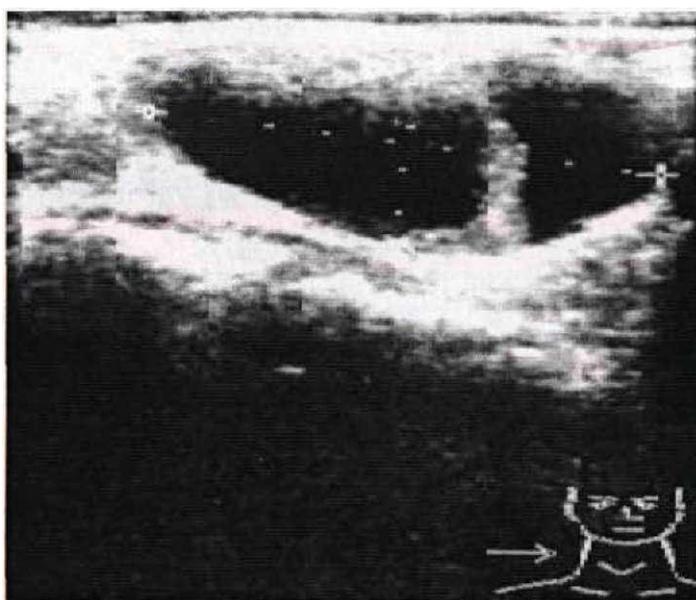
УЗИ ЩЖ. Узел правой доли у больного с кистой ЩЖ
